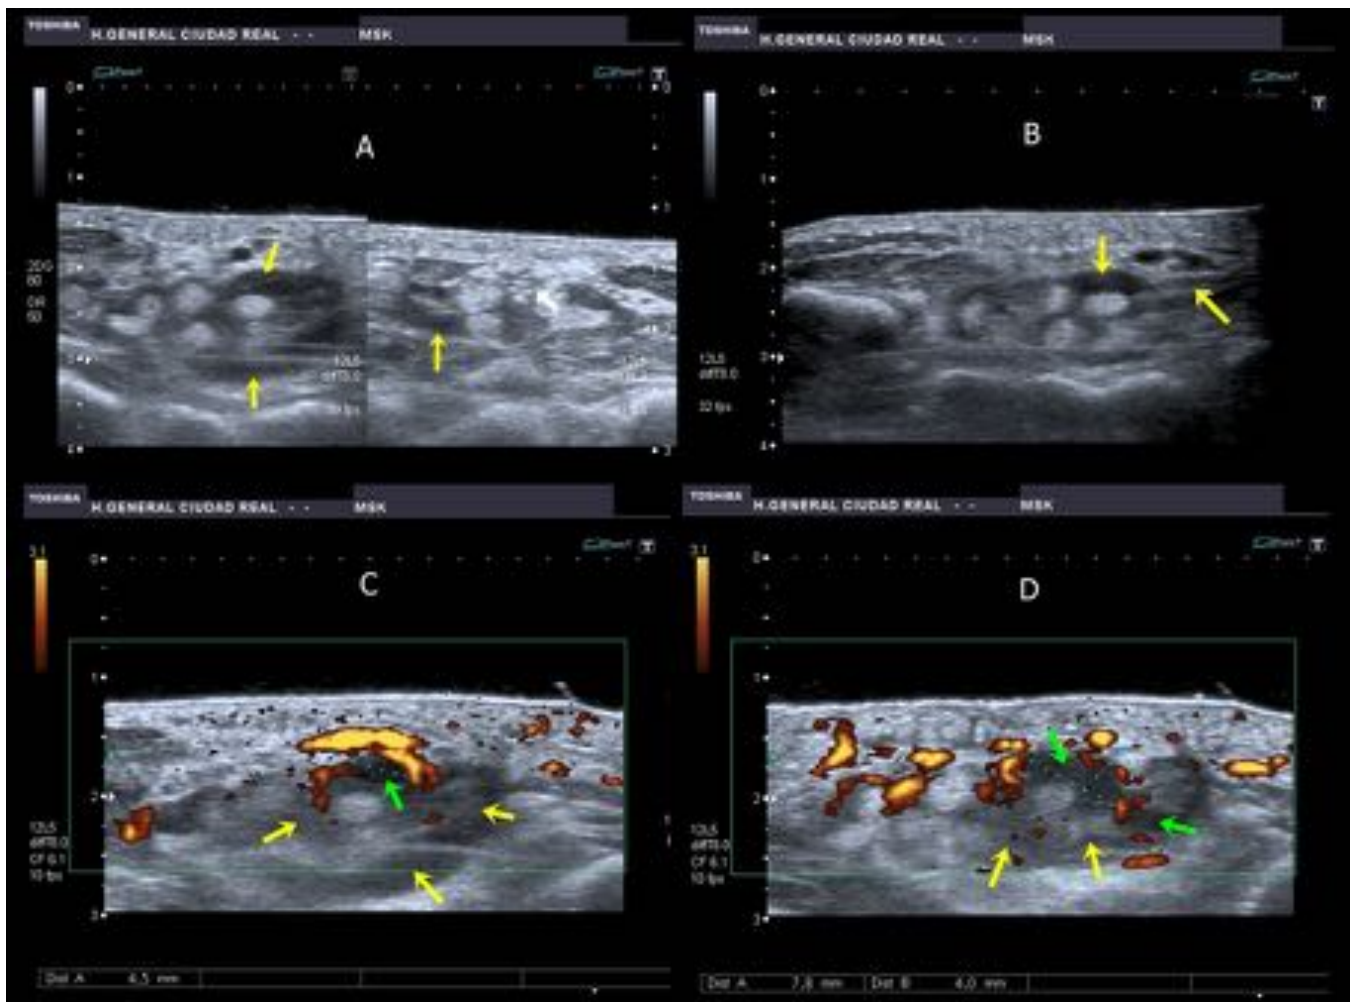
Ecografía de Mano: Marcado engrosamiento hipocogénico de la vaina sinovial flexora [Flechas amarillas], con importante hiperemia, sin evidencia de compromiso nervioso. A nivel de la eminencia hipotenar se objetiva líquido peritendinoso[Flechas verdes] con mayor afectación del grupo flexor del tercer y cuarto dedos, con alguna colección hipocóica-aneocóica compatible con líquido purulento/seropurulento (tenosinovitis infecciosa).
